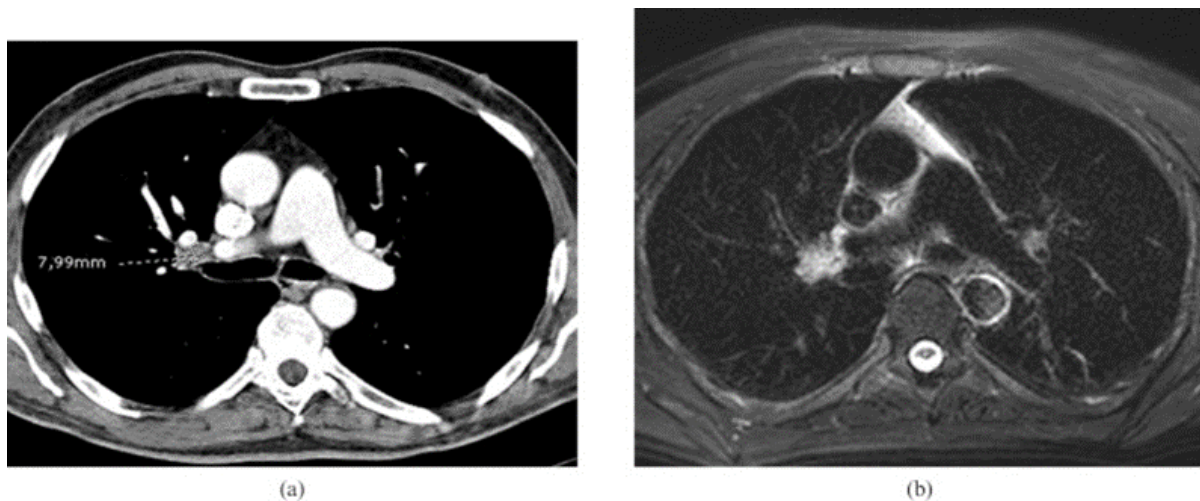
Usporedba prikaza plućnog nodula na CT-u i MR-u
